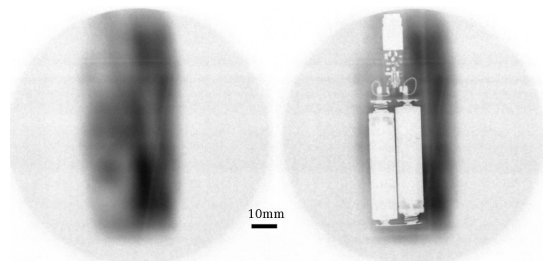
40 keV PXRビームを使用し、イメージングプレートを用いて撮像時間5分で得られたX線ダイレクトビーム (左) およびレーザーポインタ (右) 画像の結果。
